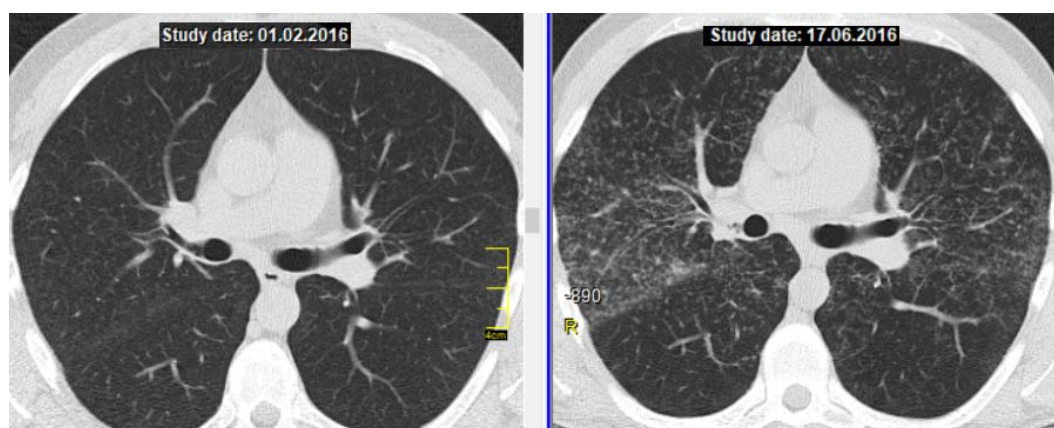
КТ хворого Т., 25 років. Зліва – по завершенні курсу ГКС-терапії, клінічне вилікування, справа – через 4 міс після відміни ГКС, рецидив.
